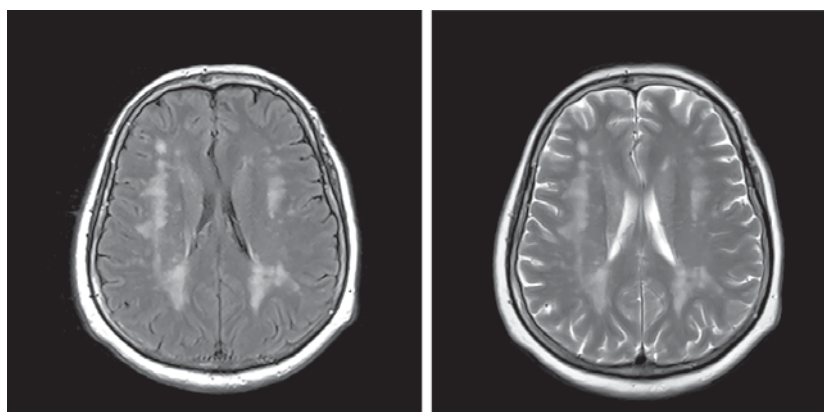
IRM FLAIR axial, T2WI axial prezintă multiple focare gliotice, defecte lacunare cu afectarea materiei albe periventriculară, subcortical
